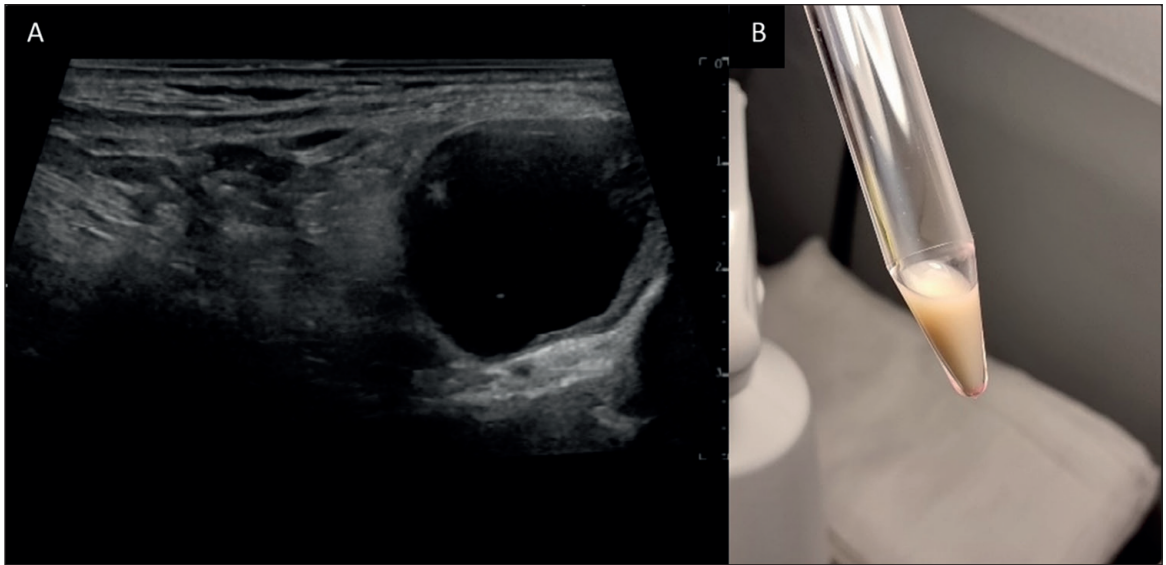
Ecografía cervical (A). Imagen redondeada, anecogénica, sin septos compatible con lesión quística. Fotografía del tubo de aspirado (B) que muestra líquido de aspecto quiloso obtenido mediante PAAF guiada por ecografía.
